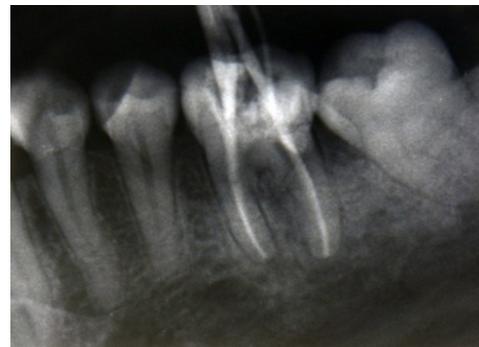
Radiographie de contrôle de l'obturation canalaire.
